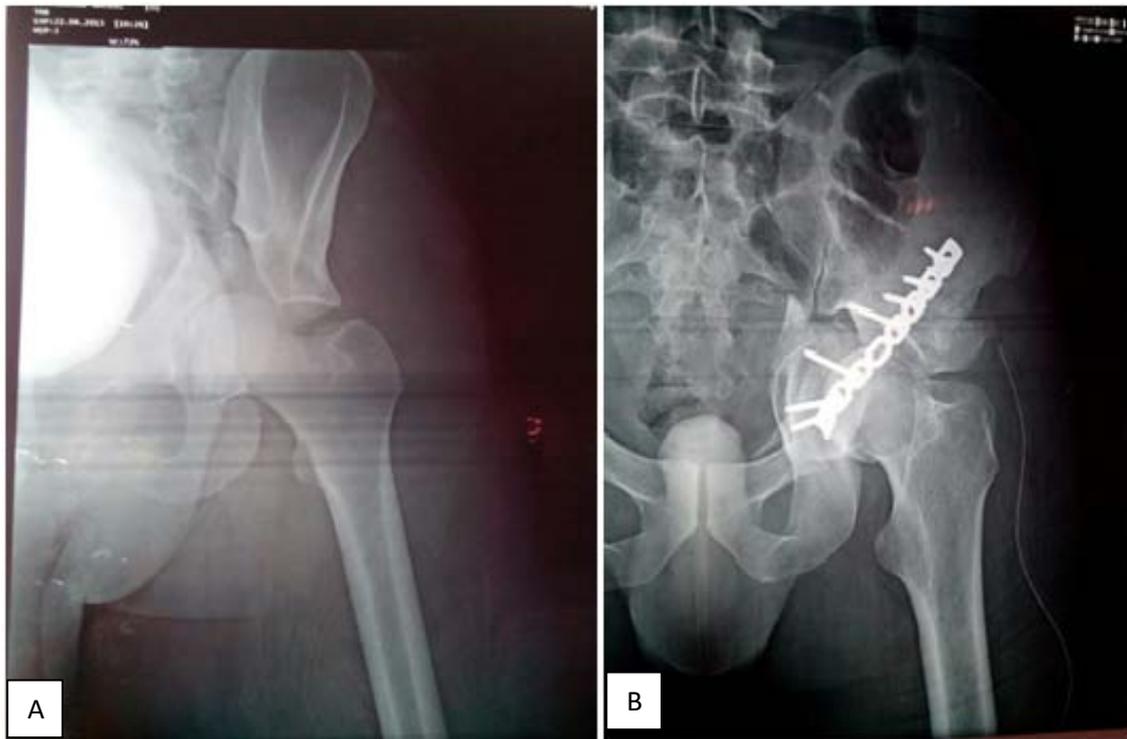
Radiographie de la hanche de face montrant une fracture transverse avec enfoncement acétabulaire central
